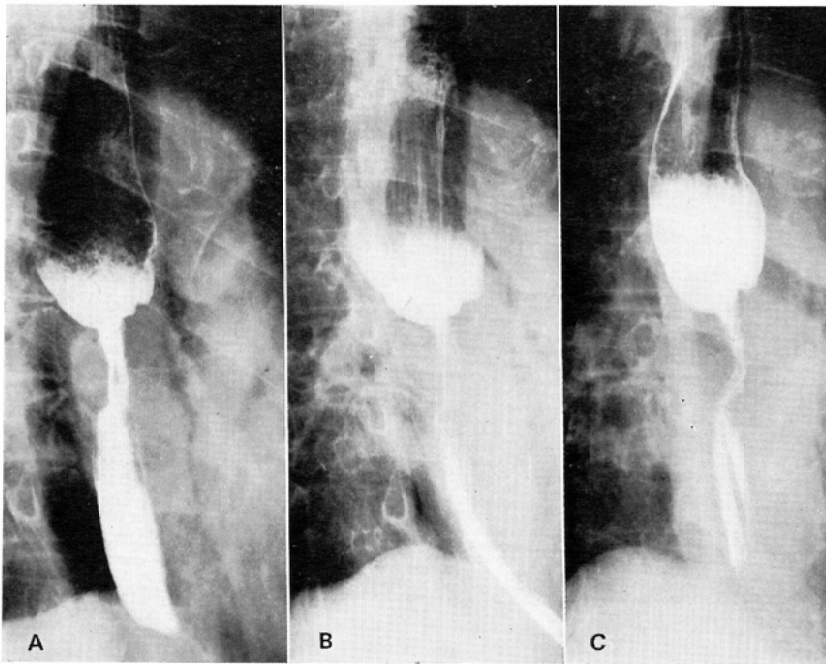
A case of no improvement by radiotherapy (73yrs. m.). (A) Irregular narrowing 5.5cm long with dilatation of the lumen above the lesion on the initial examination. (B) A roentgenogram at 2700rad shows no improvement. (C) Narrowing remains unchanged (6000rad).
